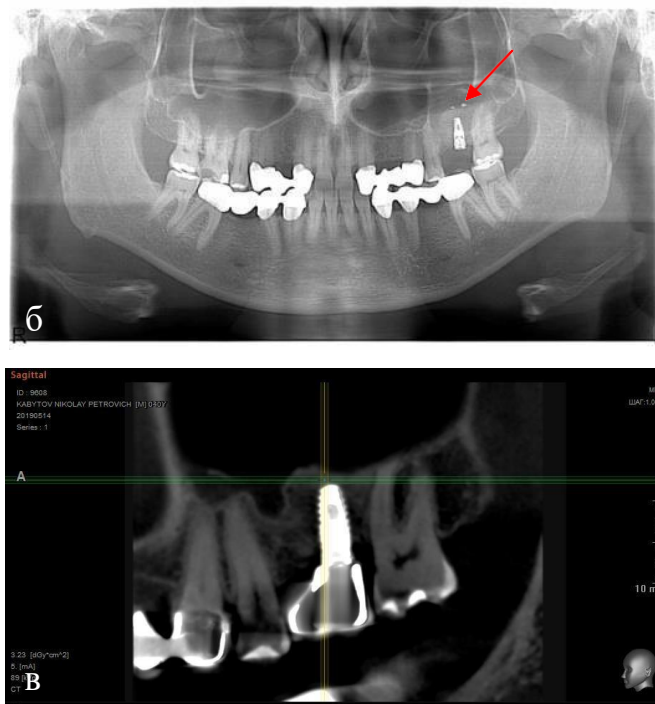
Пациент К., 38 лет. И/Б №19 Ds: атрофия беззубого альвеолярного отростка (шифр МКБ-10/K08.02) верхней челюсти. Ортопантомограмма: а - до операции (стрелкой указана атрофия альвеолярного отростка); б - стрелкой указан костнопластический материал вокруг имплантата; в - контрольная КЛКТ спустя 12 месяцев после операции и нагрузки ортопедической конструкцией (керамическая коронка)
